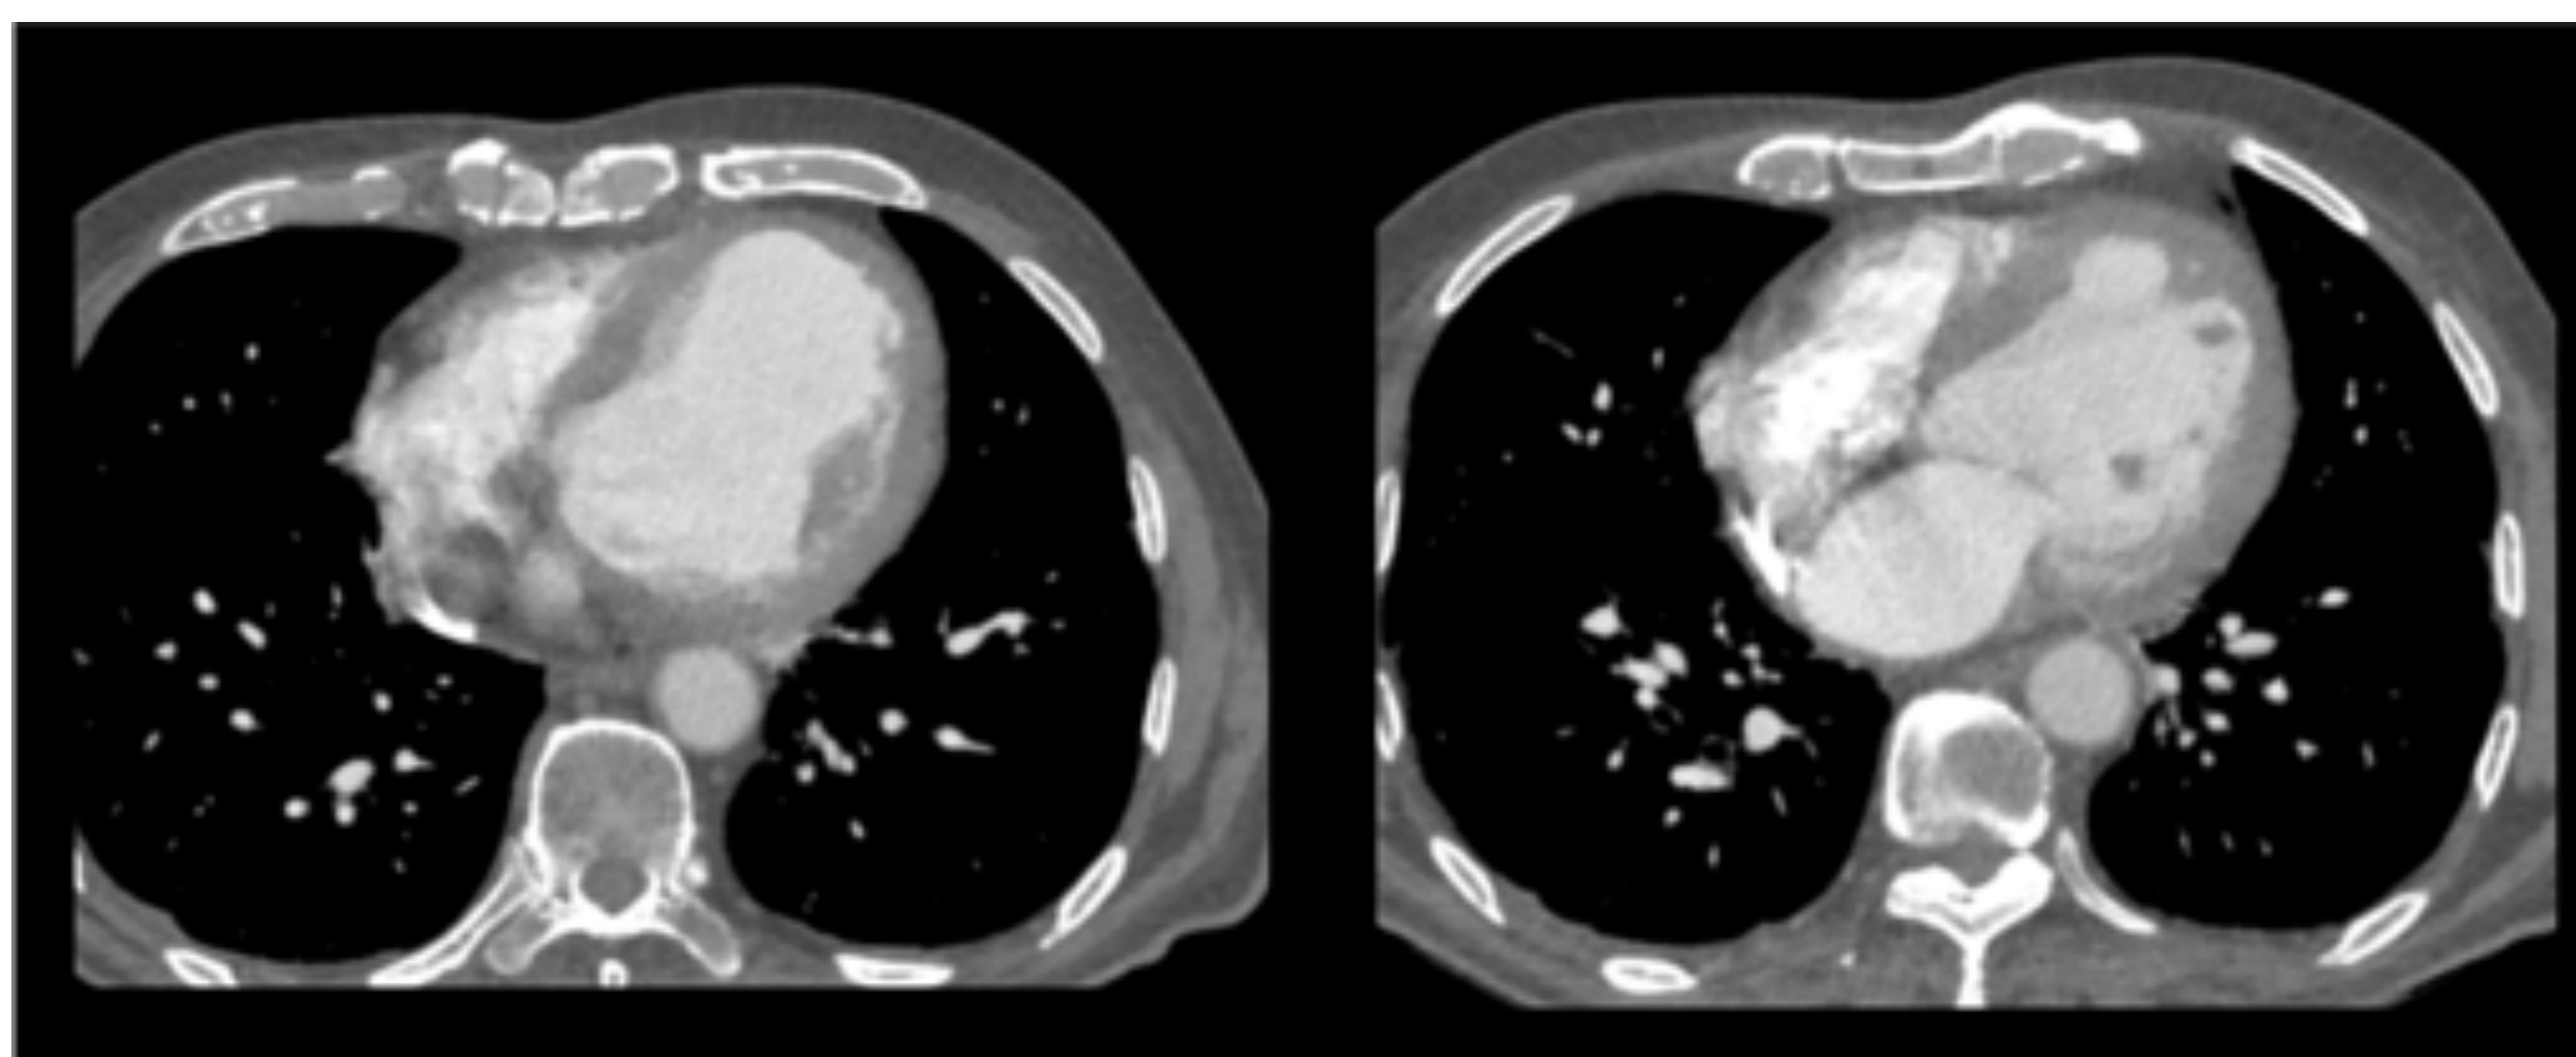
TC de tórax con CIV: Importante dilatación del VI en un paciente con MCD isquémica necrótica
